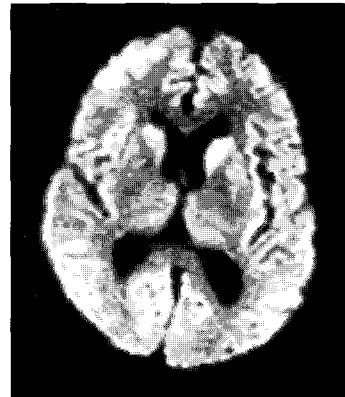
Brain MRI, diffusion
